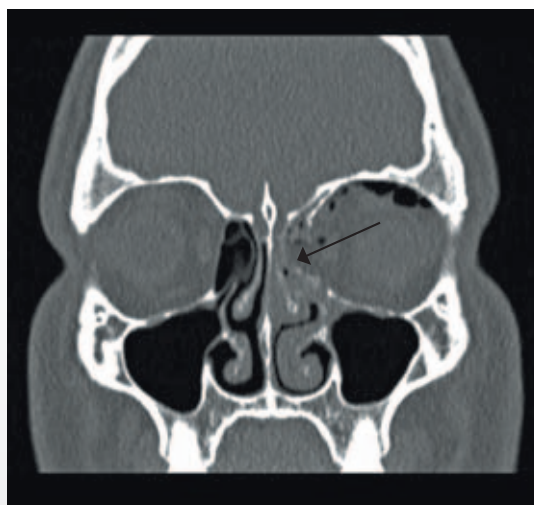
CT-scanning af ansigtsskelet med medial orbitafraktur, koronalt snit. Frakturen er opstået ved slag mod højre ansigtshalvdel.
